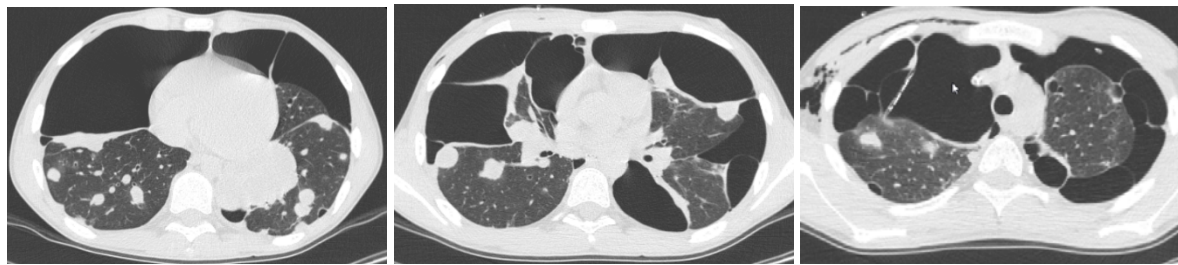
Компьютерная томография легких после 10 недель химиотерапии
